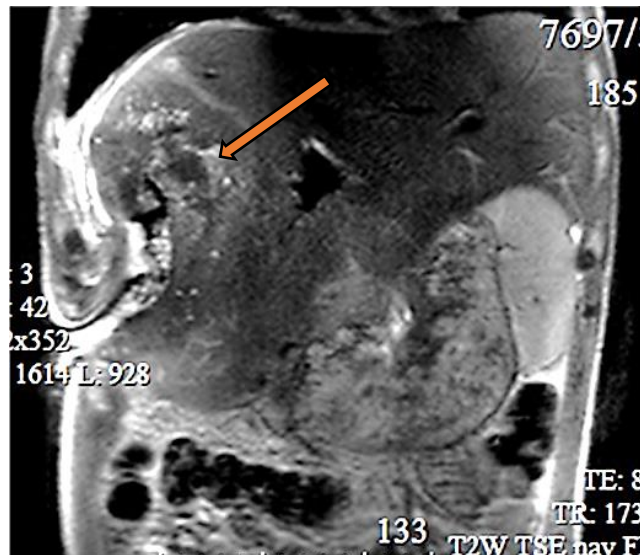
МР-томограмма альвеококкоза правой доли печени с полостью распада (имеется дефект в правом подреберье): T2-взвешенное изображение в сагиттальной проекции.
